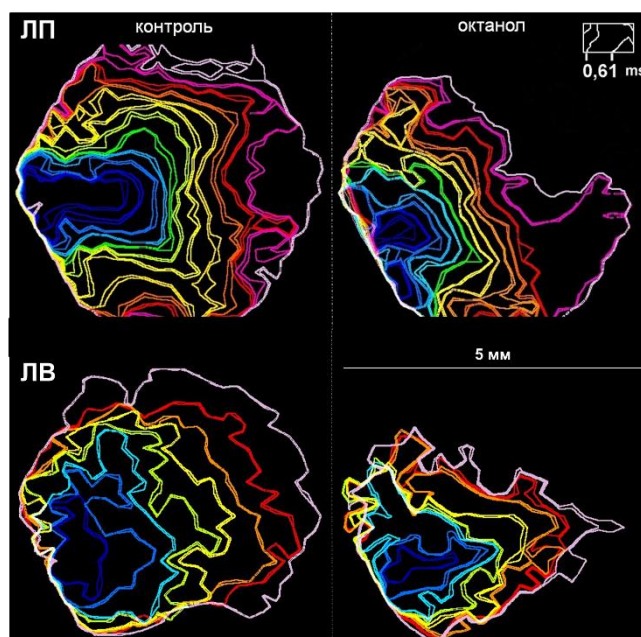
Репрезентативные примеры изохронных карт активации тканевых препаратов левого предсердия и в «развернутых» сегментах легочных вен в контроле и через 6 мин после начала перфузии р-ром, содержащим 1,6 мМ октанола (т.е. в момент времени, соответствующий окончанию первой фазы его действия). Интервалы между изохронами – 0,61 мс. Для карт каждого из препаратов приведено одинаковое количество изохрон: на фоне октанола возбуждением охвачена меньшая площадь ткани, чем в контрольных условиях за тот же самый временной интервал. Синий цвет – начальный момент «активации» тканевого препарата.
